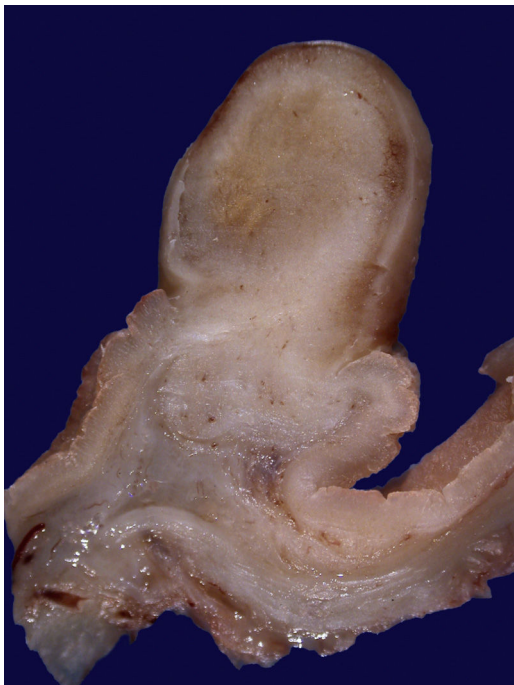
Caso 1. La TC de tórax reportó lesión polipoidea intraluminal dependiente de esófago cervical. En la panendoscopia se observó lesión polipoide con pedículo largo. El ultrasonido endoscópico mostró una lesión hipocogénica dependiente de la capa muscular propia. La pieza quirúrgica reportó PFI.
